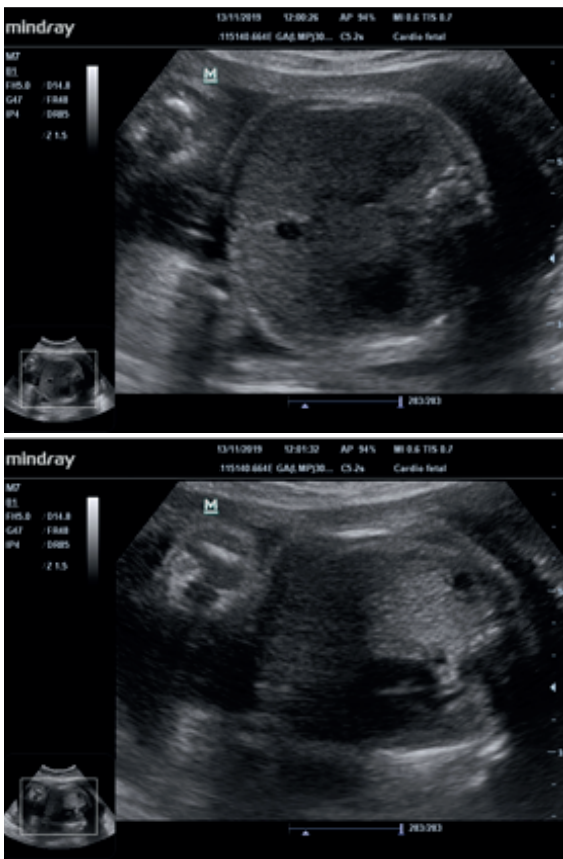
Ecografía obstétrica a las 30 semanas
